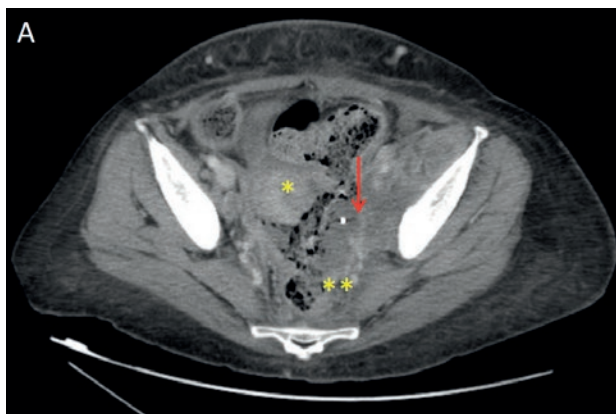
Imágenes de TAC de octubre/2021 donde se describía progresión global de la enfermedad y sobre todo a nivel pélvico. A) Se aprecia gran masa tumoral pélvica con signos de infiltración de útero (*) y recto (). Confluencia de tumoración junto a adenopatías locales, conformándose gran masa en hemipelvis izquierda que engloba catéter doble J izquierdo y paquete vascular ilíaco externo ipsilateral (flecha roja). B) Erosión ósea y lítica 2ª a la infiltración de pala ilíaca izquierda (flecha amarilla).
